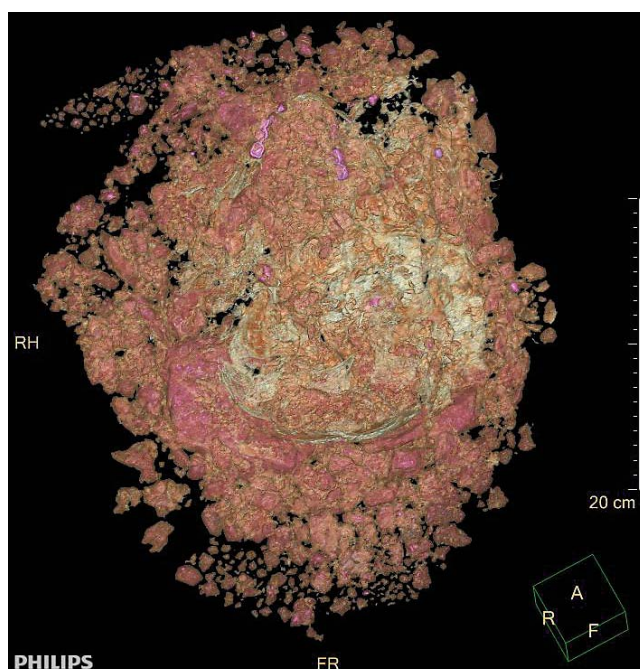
КТ монолита черепа. Объемная реконструкция с цветным картированием. Трудно различимые костные элементы черепа, зубы, на фоне почвогрунта
